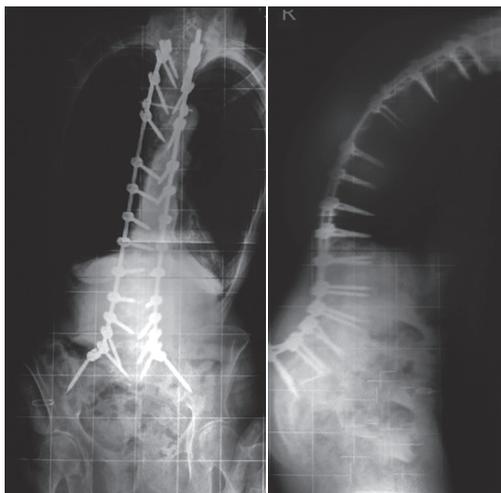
Телерентгенограмма в прямой и боковой проекциях пациентки 74 лет через год после операции. Потеря коррекции с нестабильностью металлоконструкции. Положительный сагиттальный баланс SVA+68 мм, фронтальный левосторонний дисбаланс 12 мм, угол лордоза LL = -32° , угол грудного кифоза ТК = 36°
